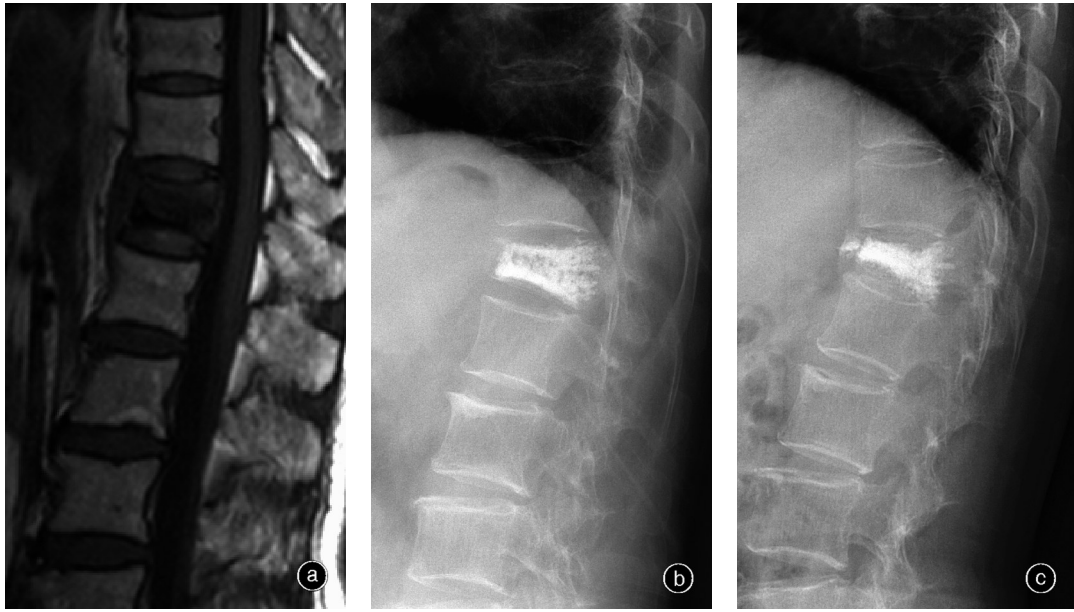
女,66岁,高处坠落伤后T₁₂椎体A3型骨折 a 术前矢状面T₁WI示T₁₂椎体前、中柱不均匀低信号,部分累及椎管 b 经皮椎体后凸成形术后1周侧位X线片示骨水泥填充满意,无明显渗漏 c 术后28个月侧位X线片示伤椎前缘高度下降,后凸畸形加重
